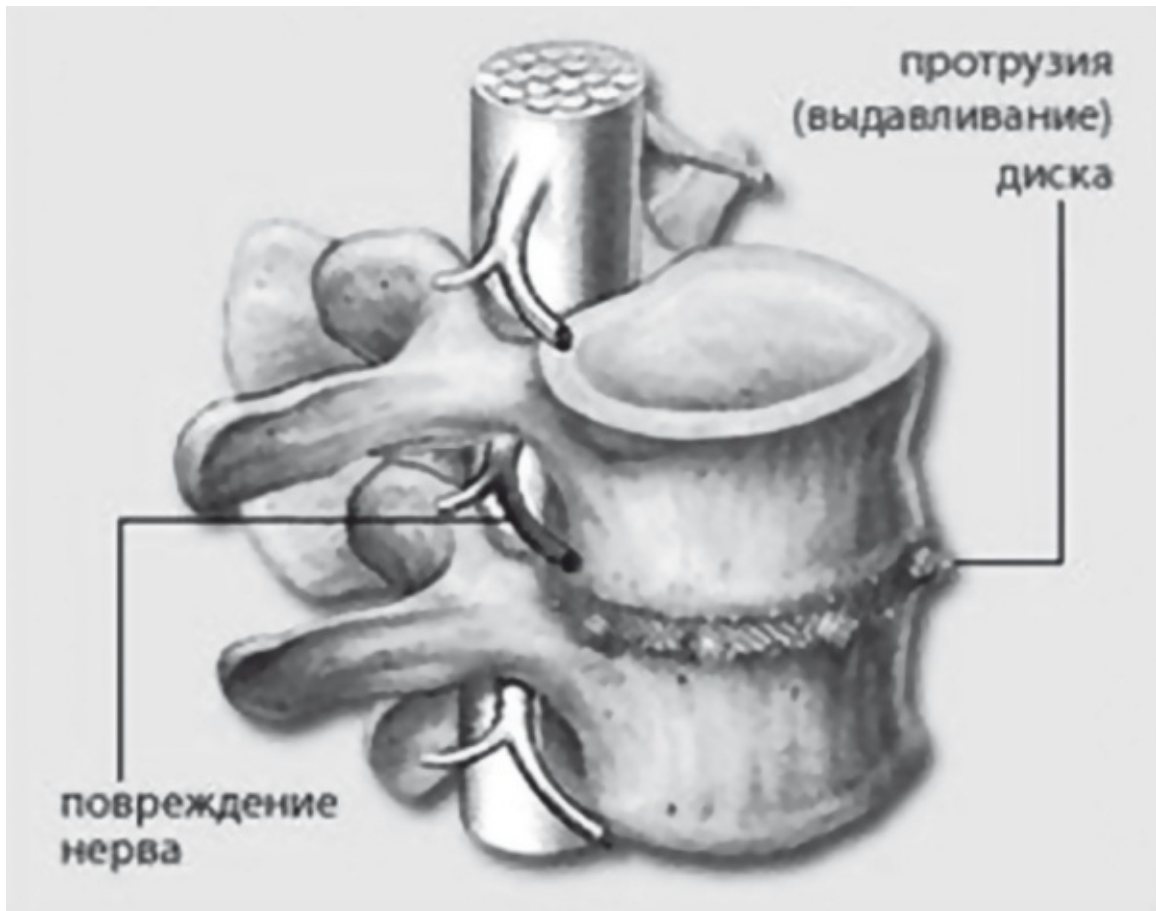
Протрузия межпозвоночного диска
